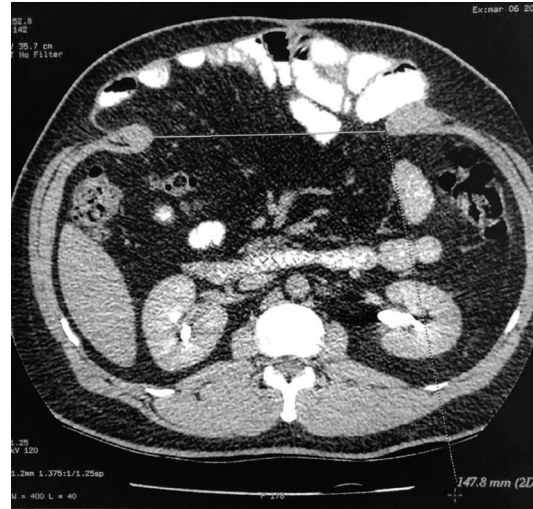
TC abdominal posterior a aplicación de botox. Evidencia defecto herniario de 14.7cm
